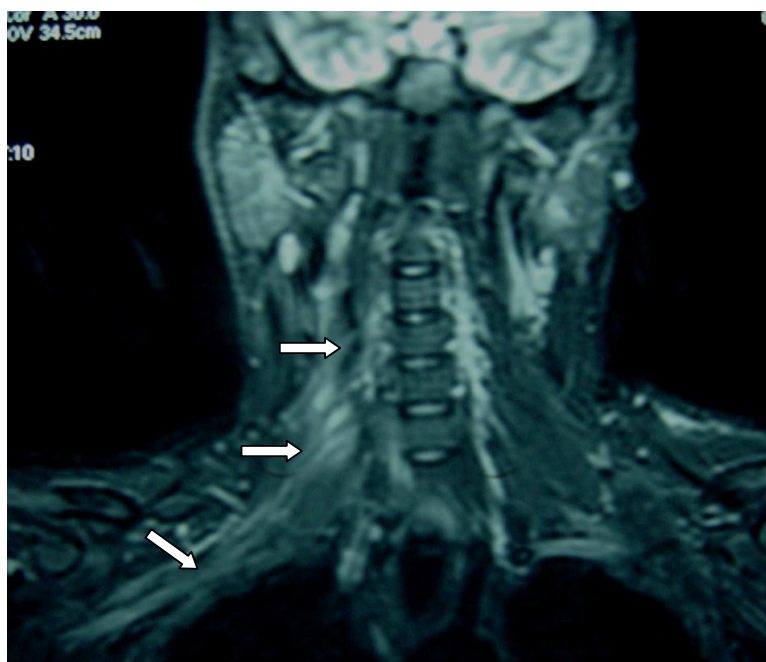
RMN coronal (TR 5560/TE 43.6/TI 150) donde se observa un notable incremento de la señal a nivel de los segmentos cervical y supraclavicular del plexo braquial derecho (flechas blancas).
